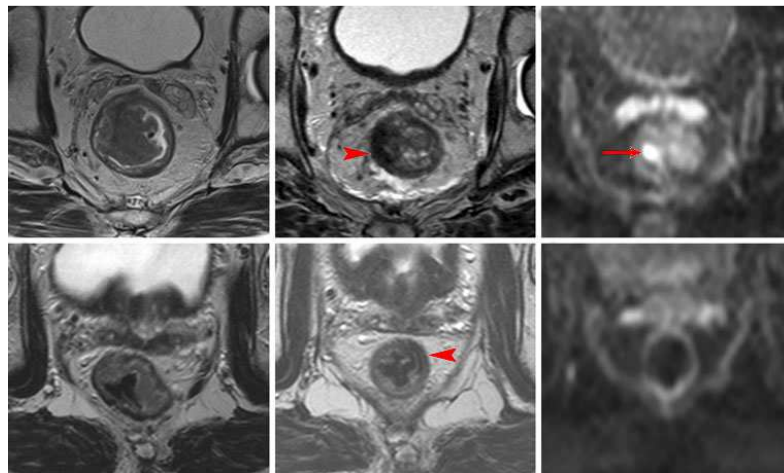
Valoración de respuesta con RMN de difusión. Las flechas marcan áreas de fibrosis, lo que dificulta la discriminación entre tumor residual y pCR: en la imagen superior derecha se observa un incremento de intensidad de señal que se confirma en el espécimen quirúrgico (ypT2). En contraposición, en la imagen inferior derecha se objetiva aumento de señal que posteriormente se ratifica en la muestra quirúrgica como pCR (ypT0)⁸⁹.
